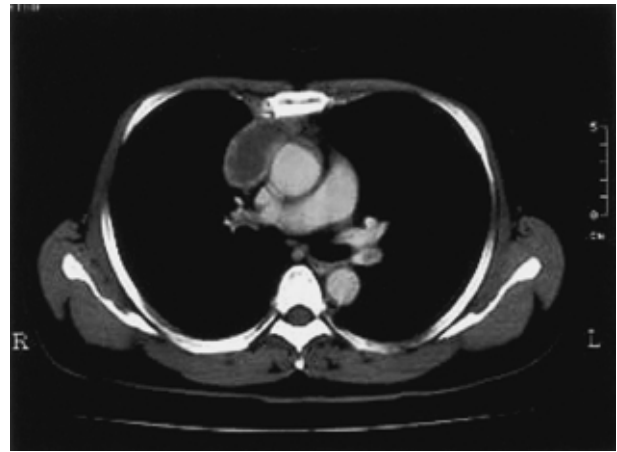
Chest CT scans obtained on admission showing a mass 7 cm in diameter in the anterior mediastinum and no evidence of pericardial effusion.
